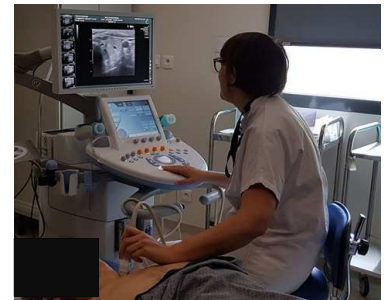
Cytoponction sous échographie
